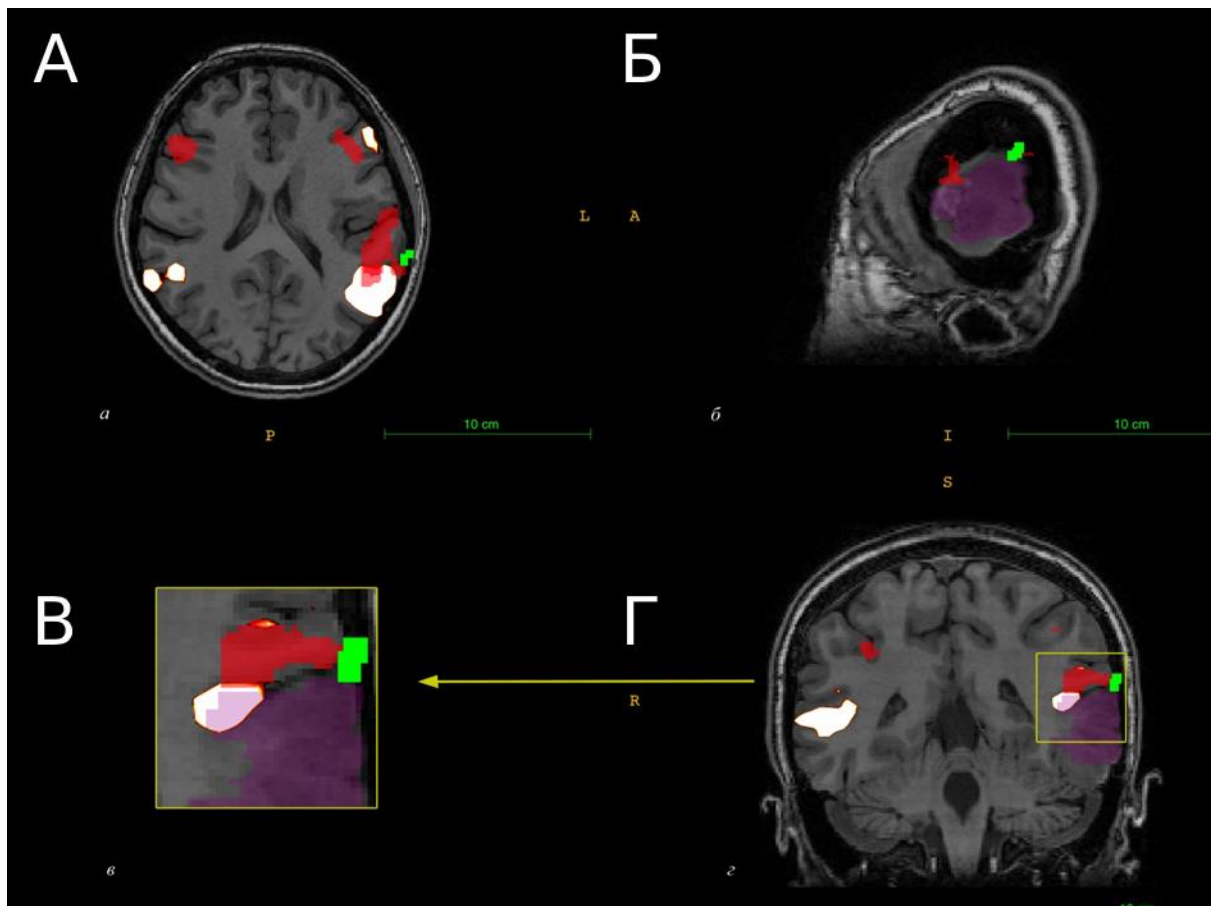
Пациентка №4. Анапластическая олигодендроглиома (WHO Grade III) левой височной области. МРТ в аксиальной (А), сагиттальной (Б) и фронтальной (Г) проекциях. Совмещение активации стимул-зависимой фМРТ, фМРТ в состоянии покоя и интраоперационных ответов. Увеличенный фрагмент области интереса (В). Красным обозначается активация фМРТс, белым – фМРТп, зеленым – «положительные» точки интраоперационного картирования. Фиолетовым выделена опухоль
